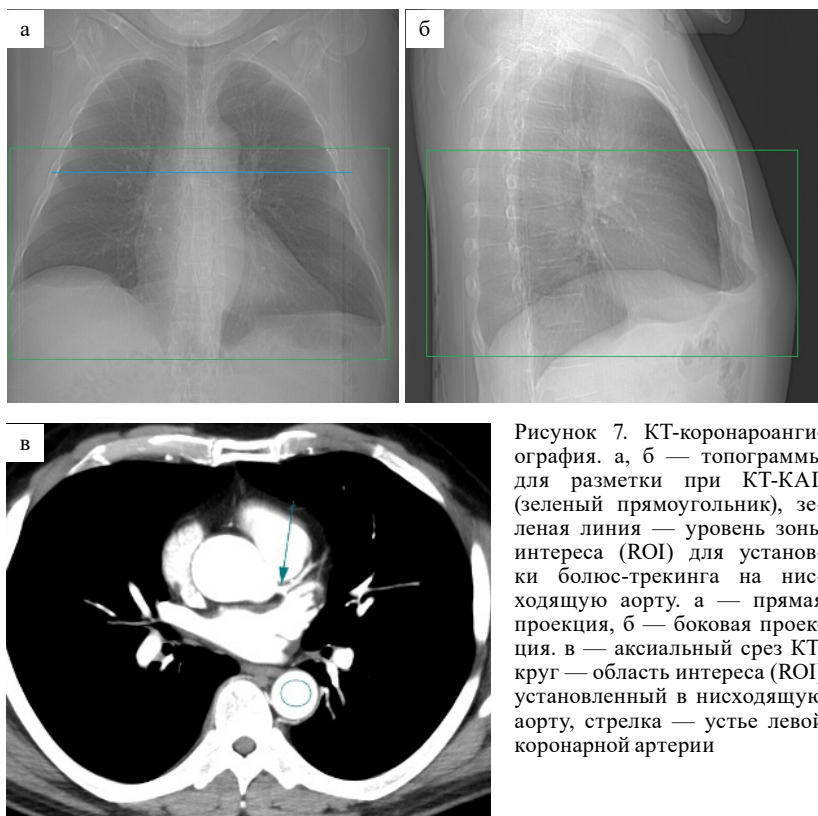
КТ-коронароангиография. а, б — топограммы для разметки при КТ-КАГ (зеленый прямоугольник), зеленая линия — уровень зоны интереса (ROI) для установки болюс-трекинга на нисходящую аорту. а — прямая проекция, б — боковая проекция. в — аксиальный срез КТ, круг — область интереса (ROI) установленный в нисходящую аорту, стрелка — устье левой коронарной артерии
